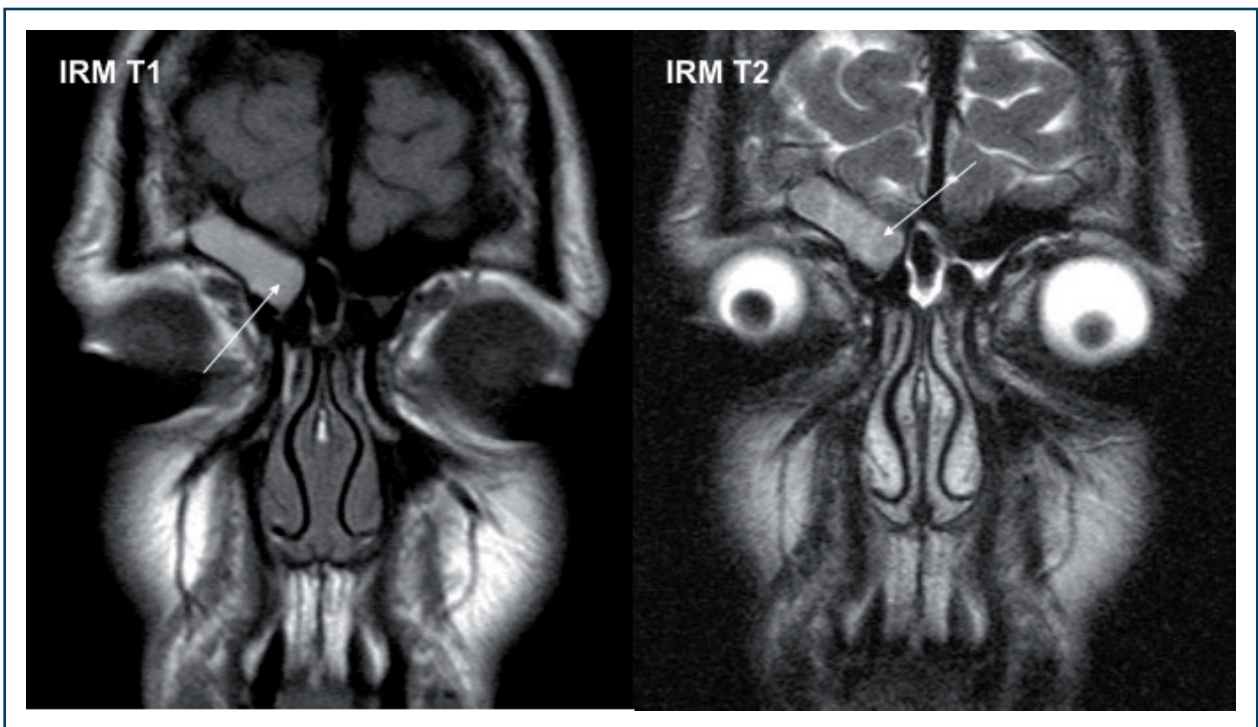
Aspect IRM de mucocèle frontale.
